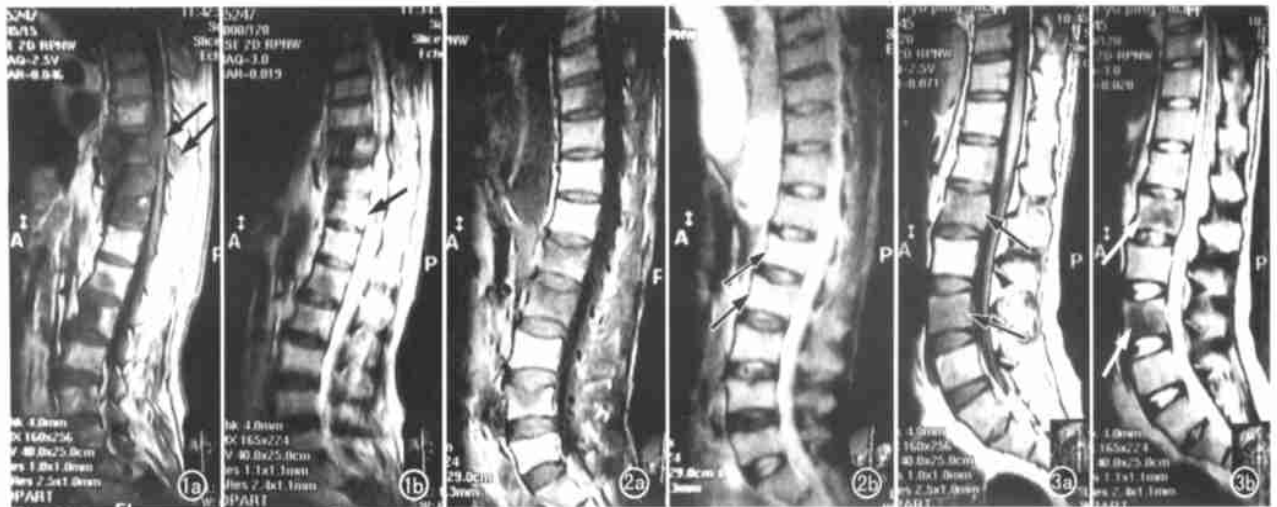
肝癌转移至胸椎及腰椎。矢状位MRI显示T₉、L₁及L₂椎体破坏,部分突入椎管致脊髓受压(箭),并累及附件(箭),椎体前方形成软组织肿块。a) T₁WI呈较均匀的长T₁(低)信号; b) T₂WI呈不均匀的长T₂(高)信号(箭)。图2 前列腺癌转移至胸椎及腰椎。矢状位MRI显示T₉、L₁、L₂、L₄椎体破坏,跳跃式分布。a) T₁WI呈较均匀的长T₁(低)信号; b) T₂WI呈不明显的等信号(箭)。图3 肺癌转移至腰椎。矢状位MRI显示L₁、L₂、L₄、L₅椎体破坏,跳跃式分布。a) T₁WI呈较均匀的长T₁(低)信号(箭); b) T₂WI呈明显短T₂(低)信号(箭)。
